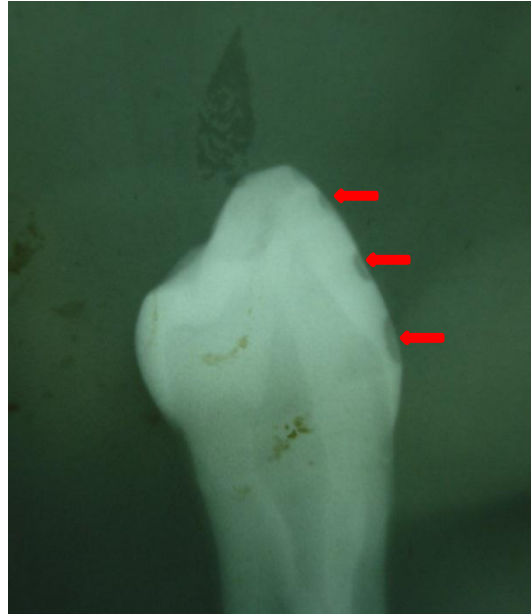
Imagen radiografica que muestra desmineralizaciones (flechas) E1 y E2.
